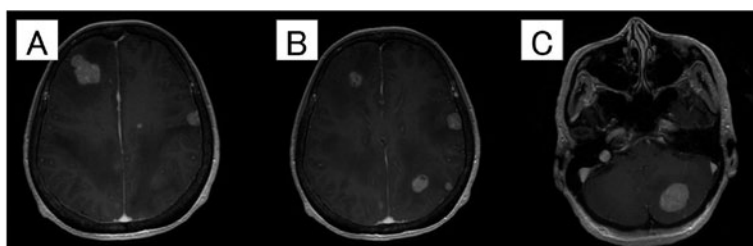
入院時頭部造影MRI. (A) 右前頭葉, (B) 左側頭葉, (C) 小脳に最大径3cmの脳転移など合計15個の脳転移病変が確認された.
